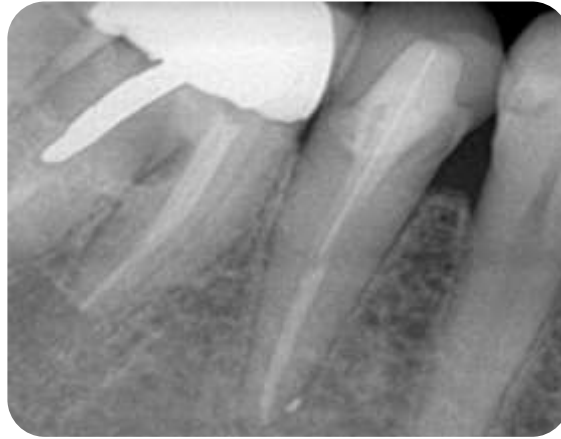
Radiografía final en donde se observa el poste de fibra de vidrio y la corona definitiva de Disilicato de Litio.
